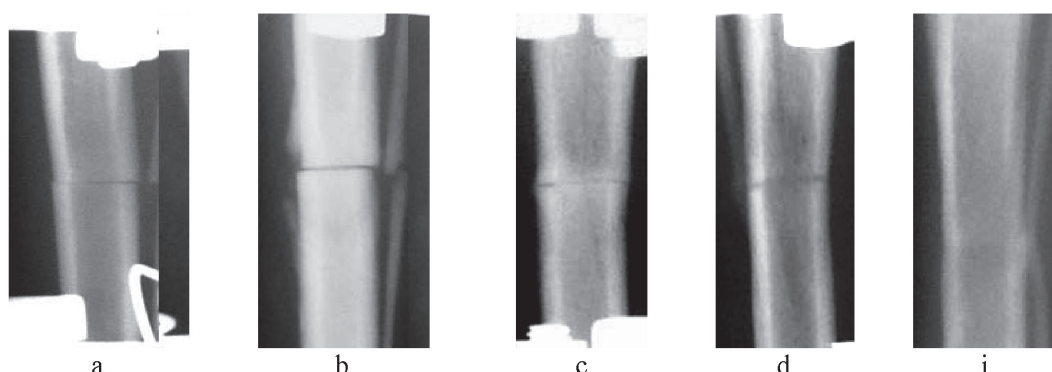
Фрагменты рентгенограмм, 1 группа, после остеотомии:
